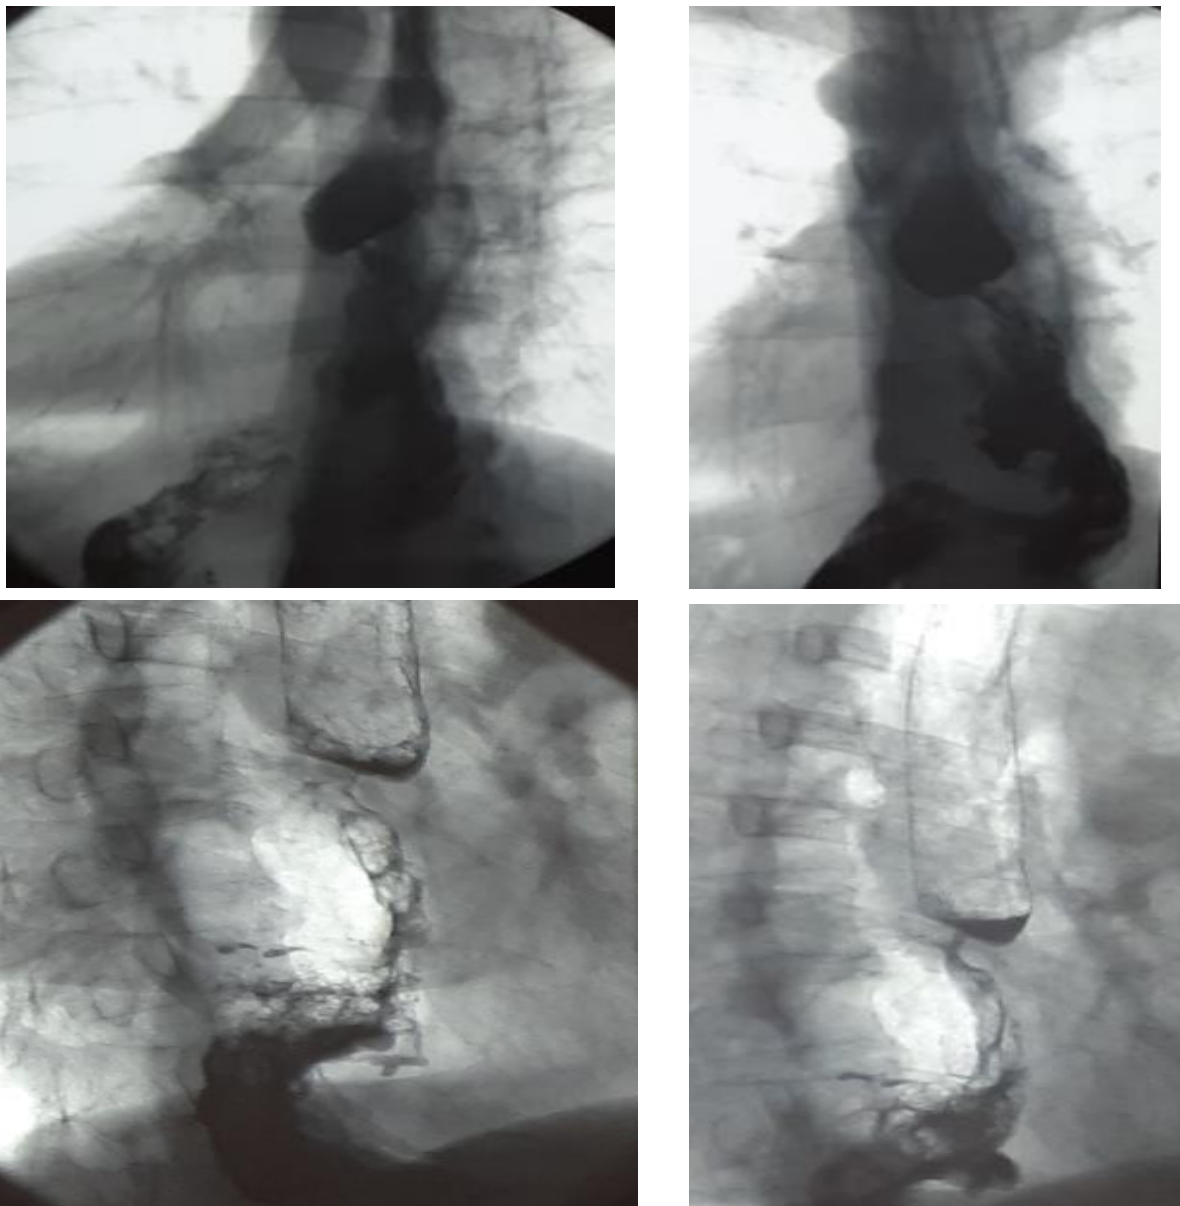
Рентгеноконтрастное исследование пищевода и желудка через 4 мес. после оперативного вмешательства
